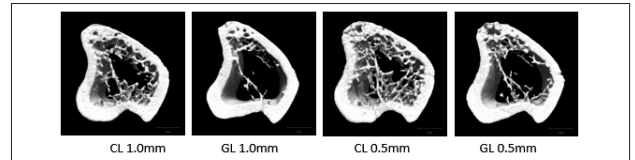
長期投与群 (CL群、GL群) におけるMicro CT像
